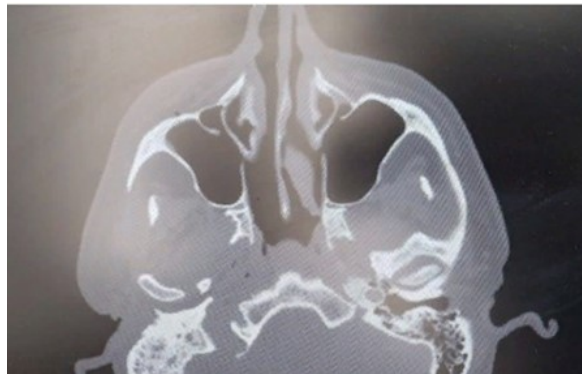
Обзорный КТ – снимок верхнечелюстных пазух пациента в прямой аксиальной проекции при поступлении
